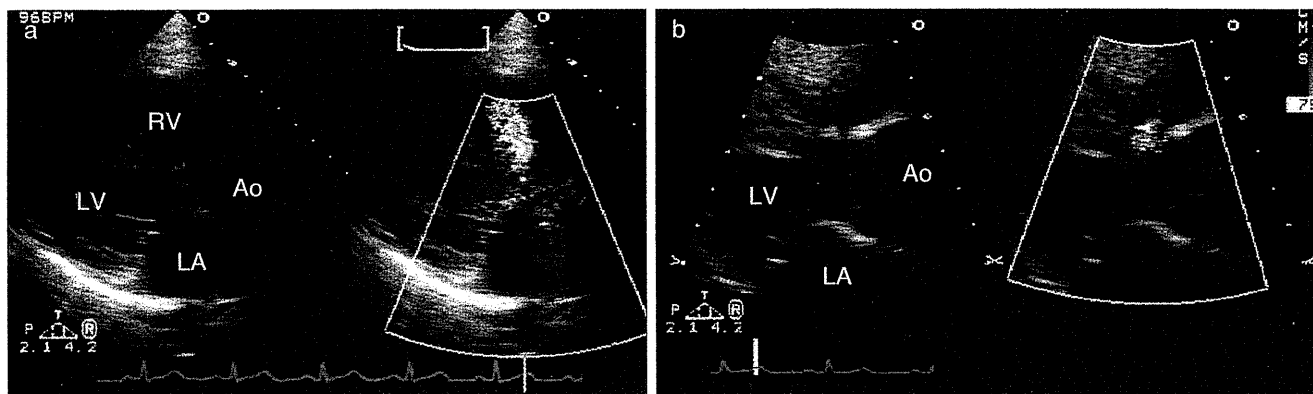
VSD症例における妊娠・産褥期心エコー所見
